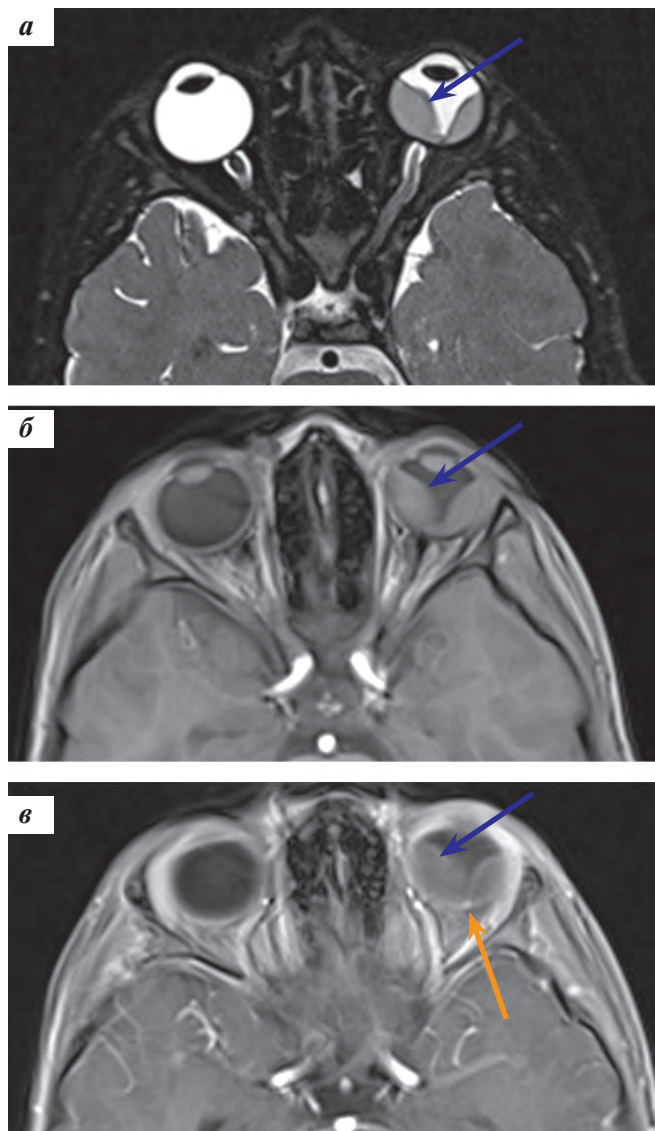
МРТ с КУ орбит в аксиальной плоскости: а — T2-ВИ FS: в ОС определяется высокая отслойка сетчатки (синяя стрелка), передний сегмент глаза не изменен; б — T1-ВИ FS: под отслоенной сетчаткой присутствует жидкость с высокобелковым компонентом; в — T1-ВИ FS postcontrast: ОС — отмечается усиление ИС от самой сетчатки и субфовеального узла (оранжевая стрелка)
